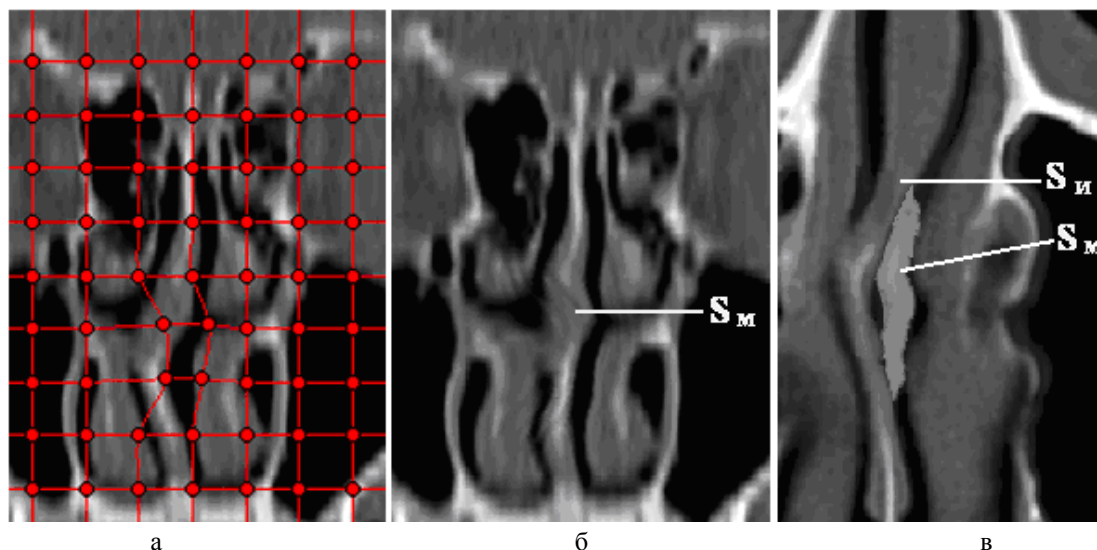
Иллюстрация компьютерного моделирования посрезовой деформации внутриносовых структур по заданным в виде сетки начальным опорным точкам: а – исходное изображение; б – результат варпинга; в – результат варпинга на аксиальном СКТ-срезе (обозначение исходного $S_{И}$ и смоделированного $S_{М}$ положений носовой перегородки)
